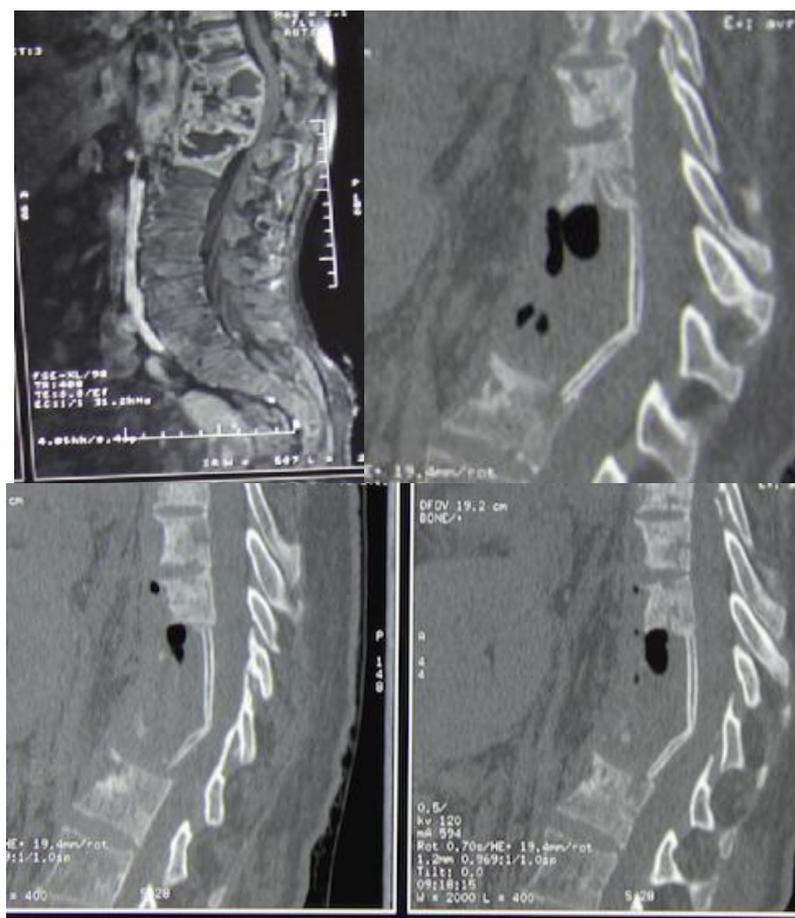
IRM spinal (A) montrant spondylodiscite infectieuses de la charnière thoracolombaire ; TDM de contrôle postopératoire immédiate du rachis dorsolombaire coupe sagittal (B, C ,D) : montrant un auto-greffe cassé .
